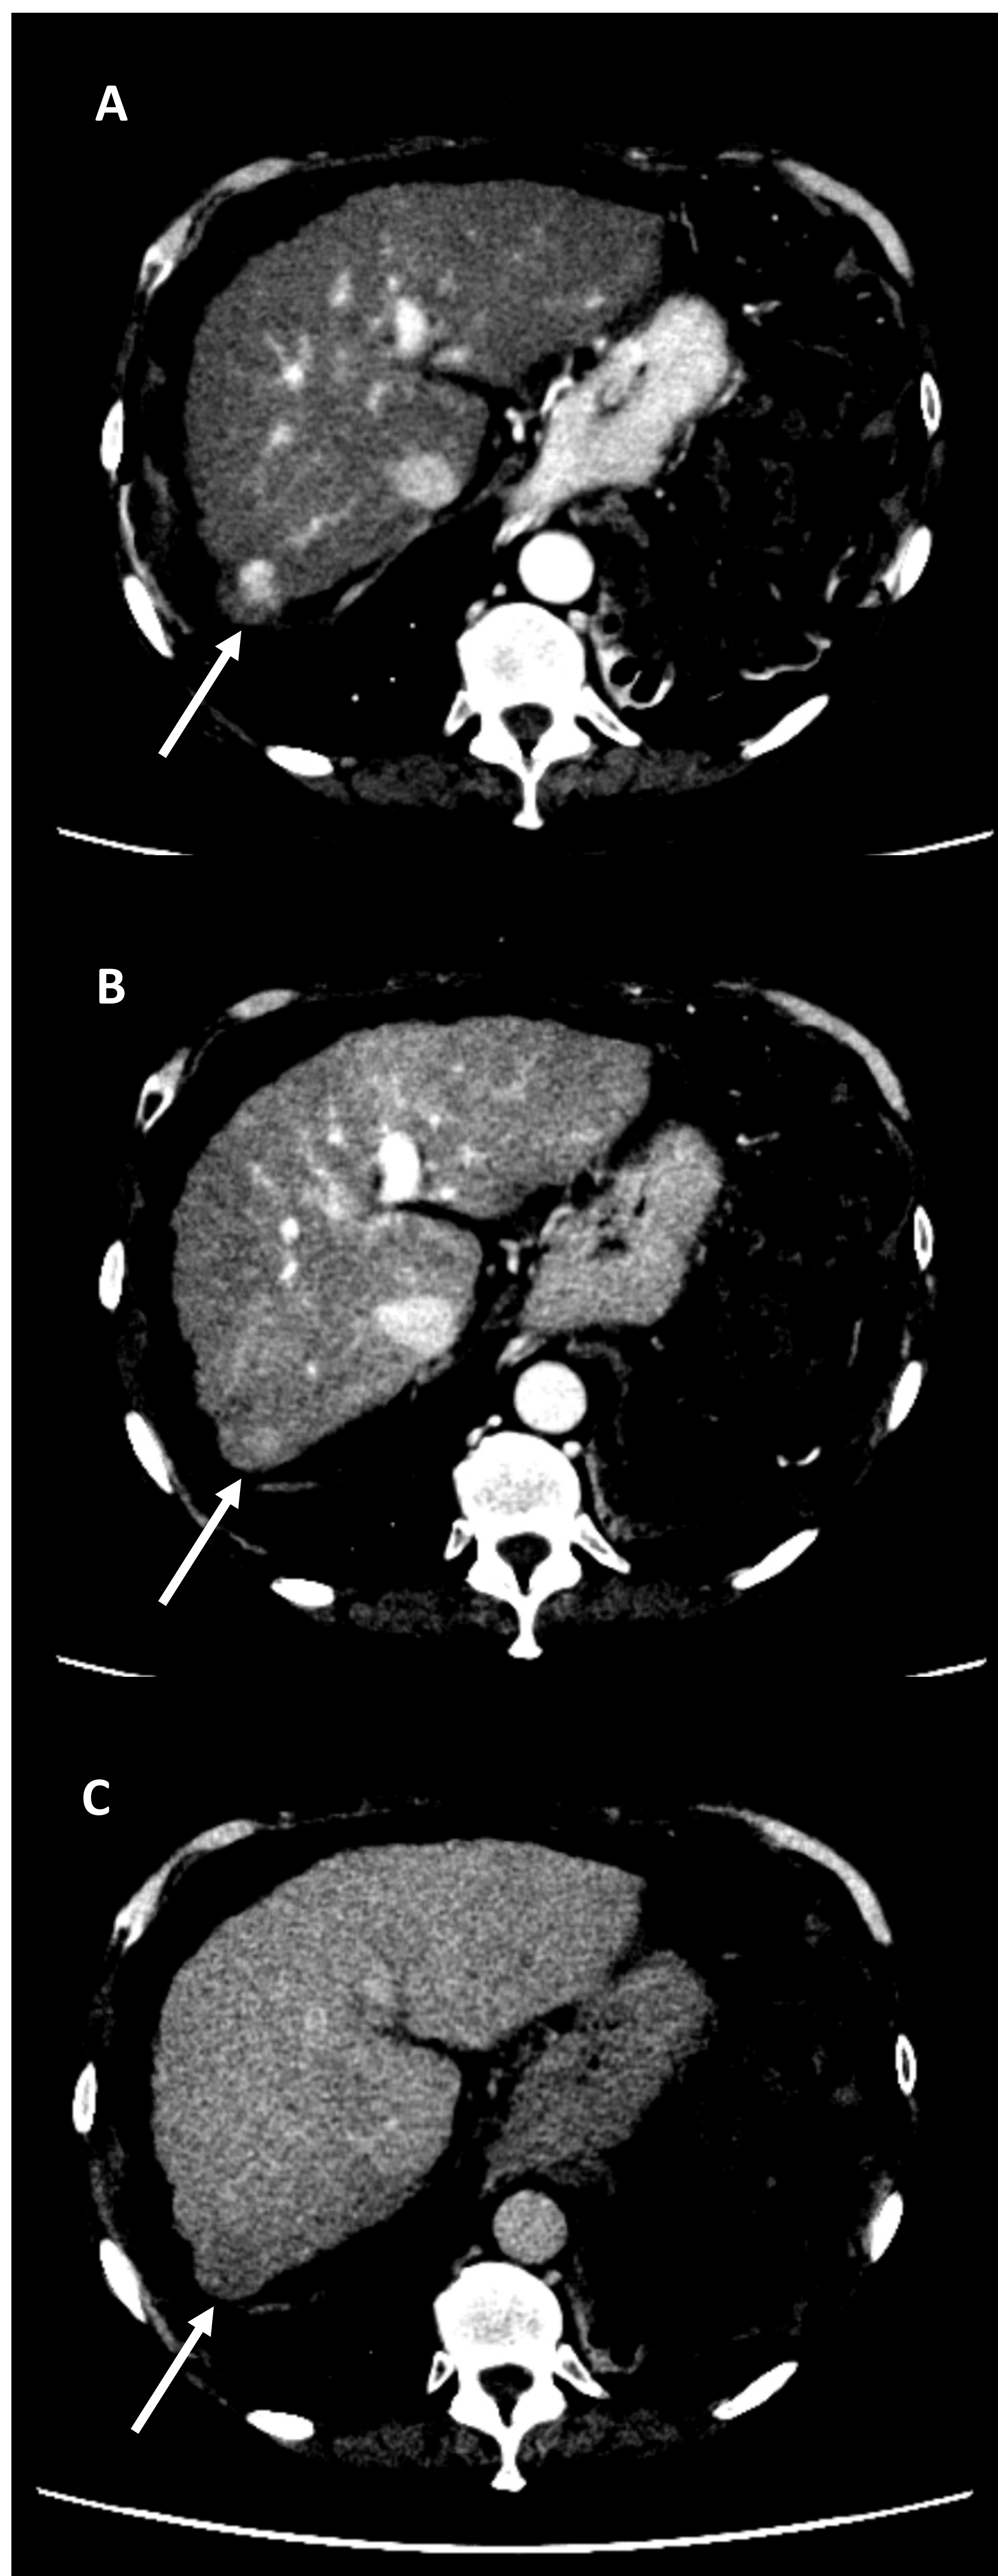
TC hepático con contraste intravenoso trifásico para valoración de los hallazgos de la figura 19 → Lesión focal en el segmento VII (flecha blanca) con hipercaptación arterial (A) y lavado en fases venosas portal (B) y tardía (C), compatible con carcinoma hepatocelular
